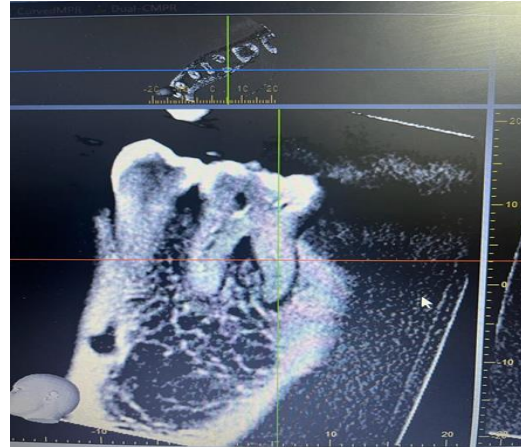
Axial cone beam computed tomography of the middle mesial canal of the first molar.
